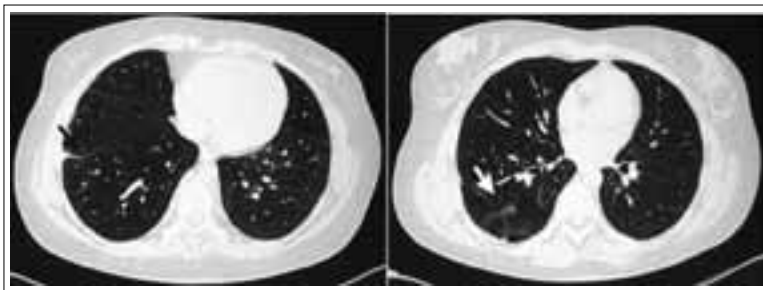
Положительная динамика КТ-картины органов грудной клетки (2016 г.) по сравнению с исследованием от мая 2015 г. Ранее определяемые зоны консолидации легочной ткани в 8-м и 9-м сегментах значительно уменьшились в размерах (черная стрелка). В нижних долях легких, больше справа остается сетчатый, тяжистый и междольковый пневмофиброз (белая стрелка)
